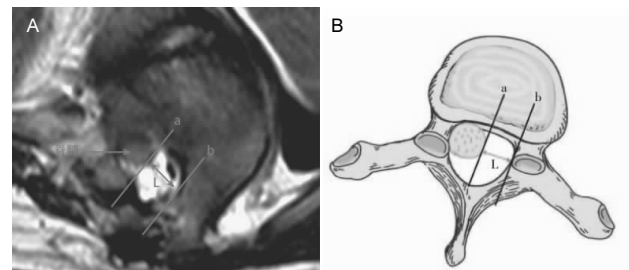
顶椎(T₁₁椎体)水平MRI横断面T2WI脊髓位置测量
